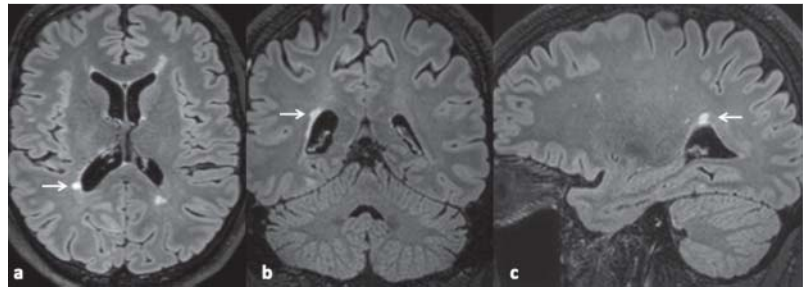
3-dimensionale hochaufgelöste FLAIR-Sequenz ($1 \times 1 \times 1$ mm) in a axialer, b koronarer und c sagittaler Schichtreformatierung. Einzelne Läsionen lassen sich so sicherer in allen 3 Ebenen identifizieren (Pfeil).
